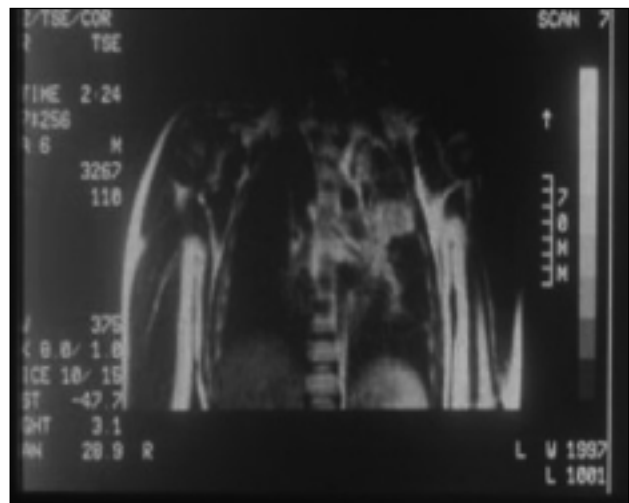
Hallazgos de la RMN de tórax.
